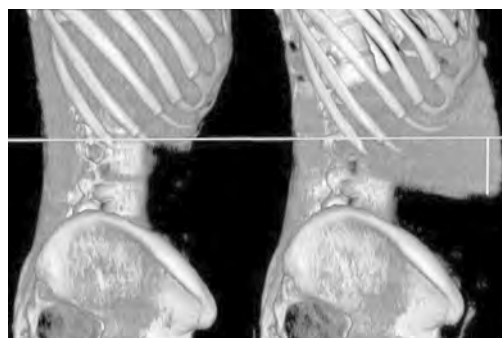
Компьютерная томограмма. Реконструкция 3D в сагиттальной плоскости справа
